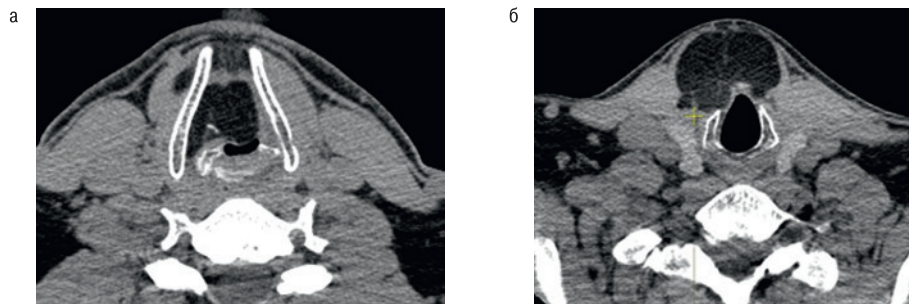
КТ шеи в нативную фазу
